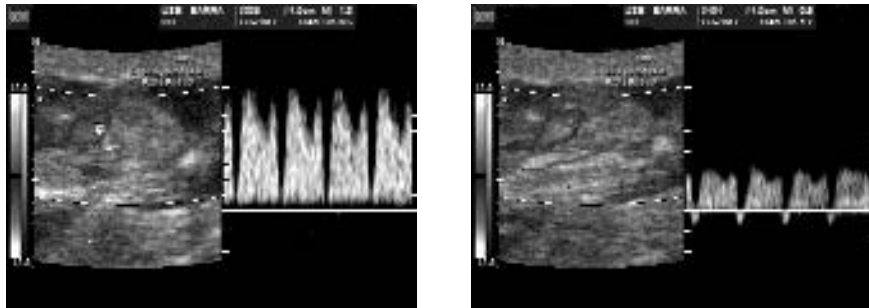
Sonograma-doppler anormal do Ducto Venoso. Onda A ausente ou reversa
